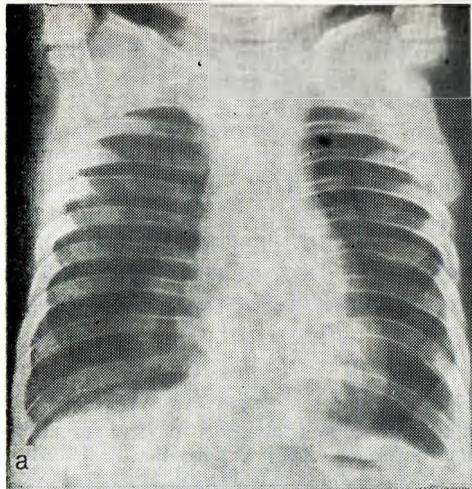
9. Рентгенограмма грудной клетки мальчика в возрасте 12 мес.
